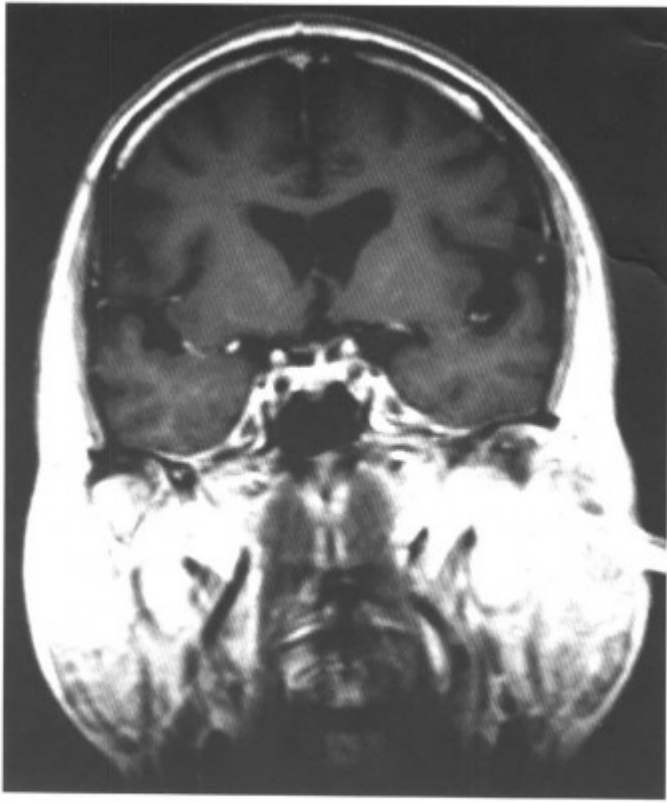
冠状 MRI-T₁WI 增强扫描, 双侧肿大腮腺强化明显 (同上病例)
